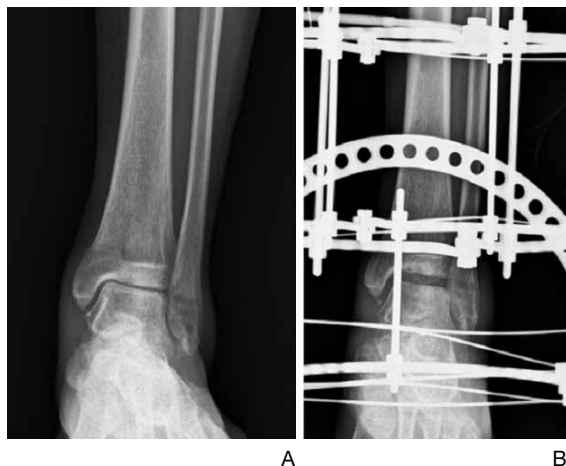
The tibio-talar joint space has been widened due to distraction with ring external fixator. (A) Preoperative X-ray and (B) after distraction arthroplasty.
